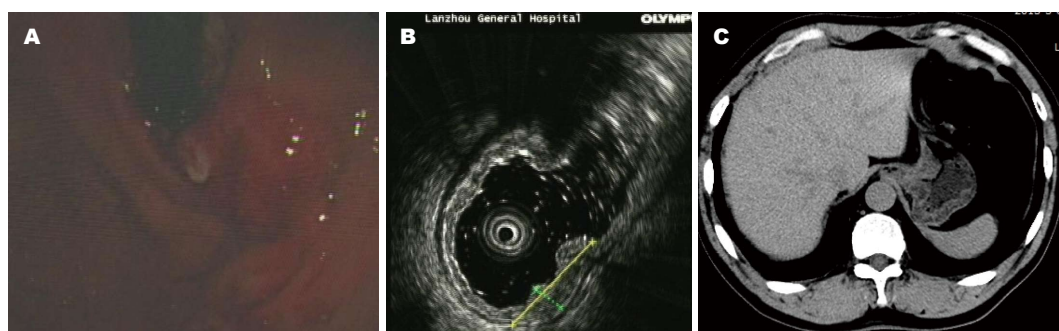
食管胃结合部腺癌影像图。A: 胃镜示贲门不规则溃疡, 基底不光滑, 边缘环堤状隆起; B: 超声内镜示病灶处黏膜层黏膜肌层结构不清呈低回声改变, 黏膜下层、固有肌层、浆膜层完整; C: CT图像上表现为以贲门为中心的突向胃腔内的溃疡性肿块或增厚影。
